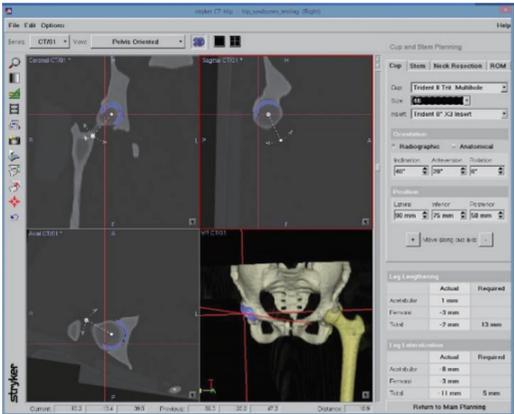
CT-based Hip Navigation System (日本Stryker社) での術前3Dプランニング
